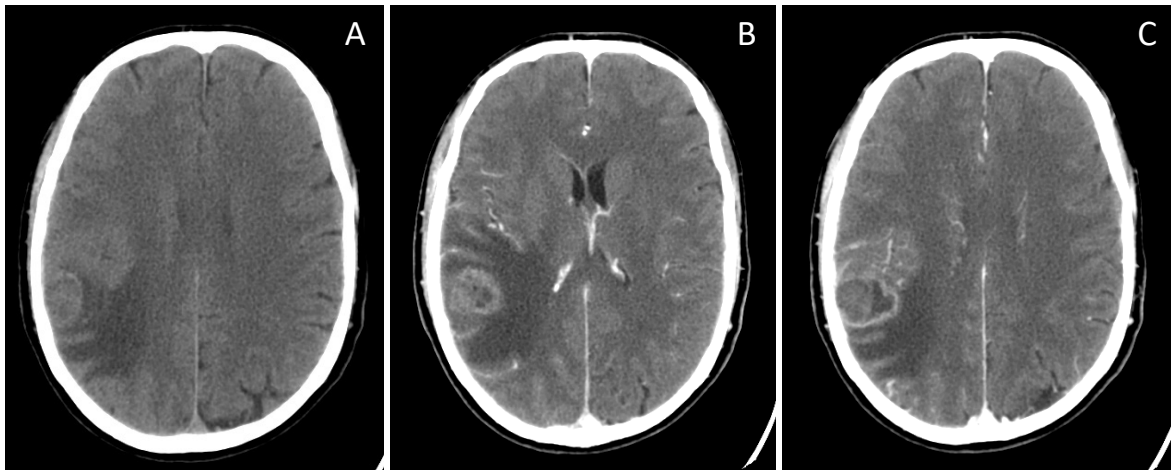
TC CE 20/07/2016 (A-C: corte axial sem CEV, corte axial com CEV, corte axial superior com CEV).
